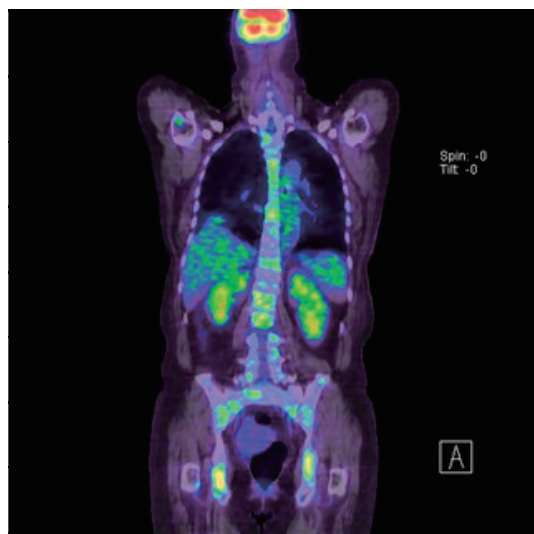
PET-CT imaging after increase in tumor marker expression. PET-CT image showing accumulation of FDG in diffuse bone including thick bone, humerus, and femur.
